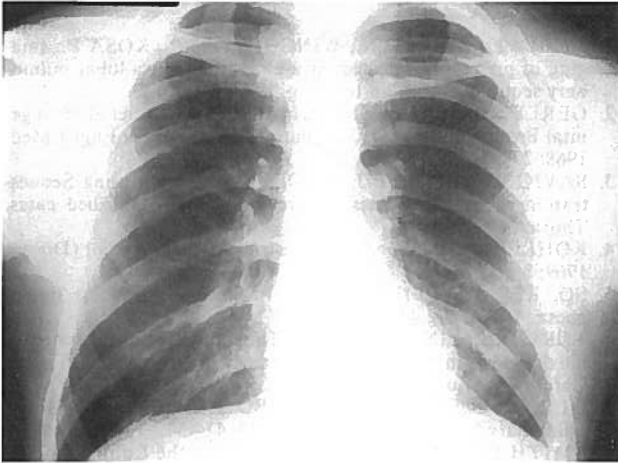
Radiografia de tórax, em incidência postero-anterior (PA) aparentemente normal.
